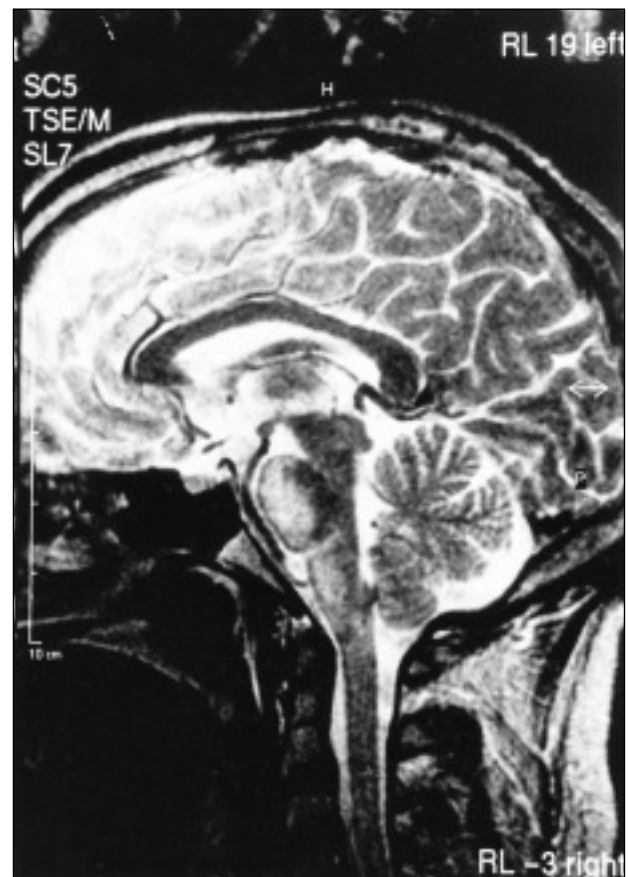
Secuencia T1 de RMN craneal con imágenes hipointensas en región anterior de protuberancia y bulbo.
